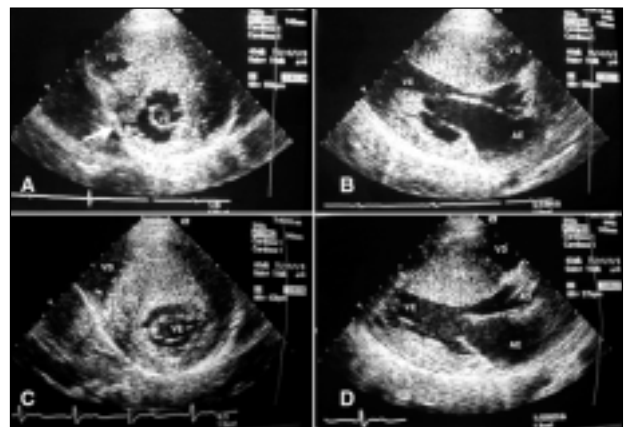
A e B) ecocardiograma bidimensional do gêmeo V; C e D) ecocardiograma bidimensional do gêmeo G. Em A e C (cortes transversos), nota-se hipertrofia mais difusa no gêmeo G. A seta indica uma displasia na parede inferior do VE do gêmeo V. Em B e D (cortes longitudinais), nota-se que os septos apresentam espessuras similares mas a PP do gêmeo G é mais hipertrofiada. VD- cavidade do ventrículo direito; AE- átrio esquerdo; AO- aorta; VE- cavidade do ventrículo esquerdo; SIV- septo interventricular; PP- parede posterior do VE.
